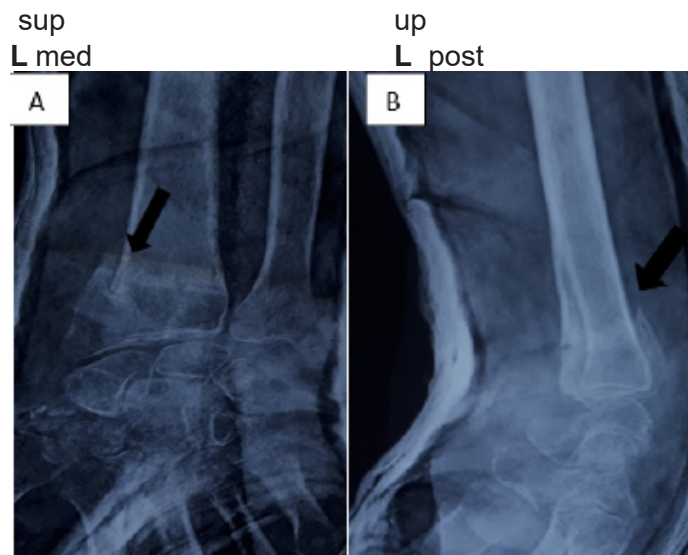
Fracture de Pouteau-Colles déplacée secondairement sur une radiographie de face et de profil (A, B)
